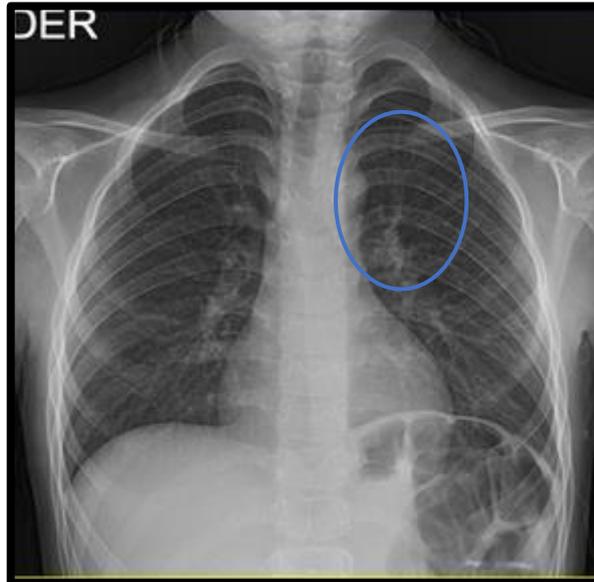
Radiografía de Tórax. Se evidencia costilla tres bífida.
